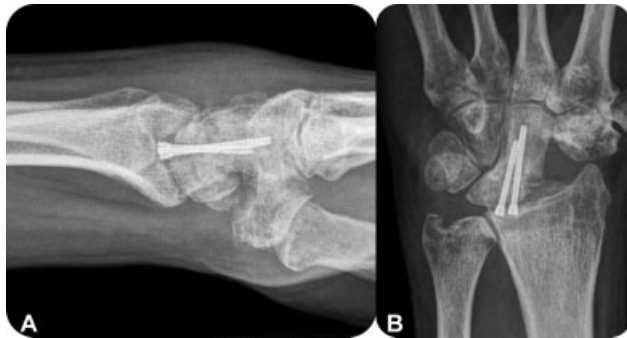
(A) Radiografía de perfil de la protusión del material; (B) radiografía anteroposterior.
